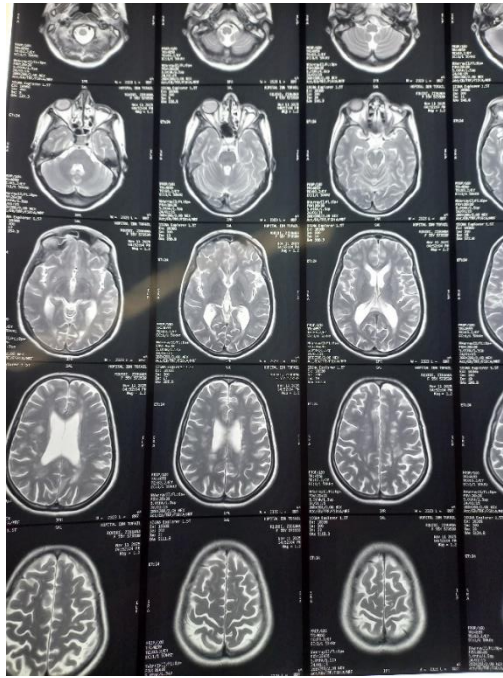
Image d'IRM cérébrale en coupes axiales séquence T2 objectivant des lésions de démyélinisation sus et sous tentorielles
